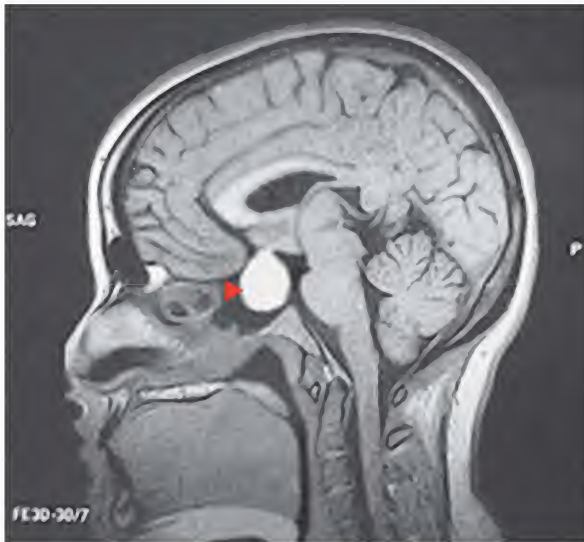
Macroadenoma de hipófisis, resonancia magnética
